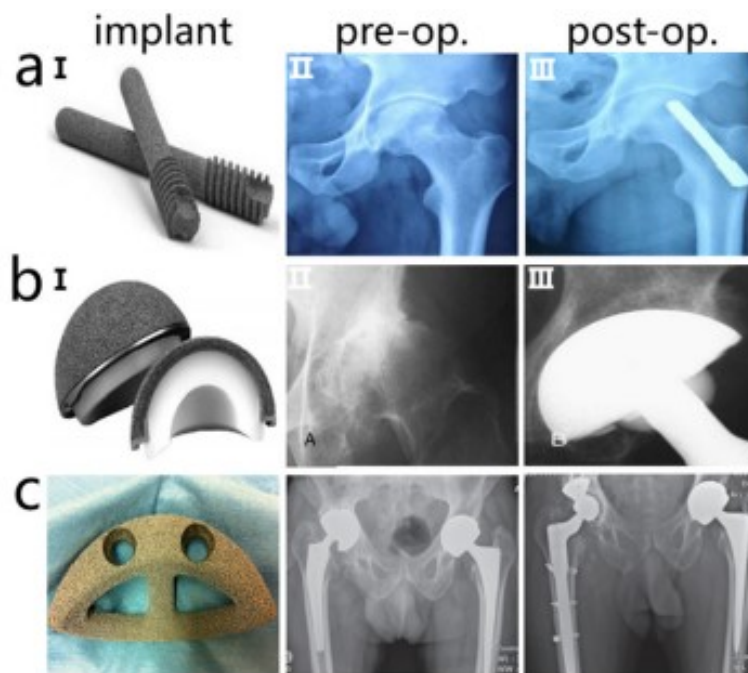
Protesi ortopediche per l'anca con radiografia pre e post operazione: a) aste, b) coppa acetabolare non cementata e c) dispositivi di Ta poroso (augments).
